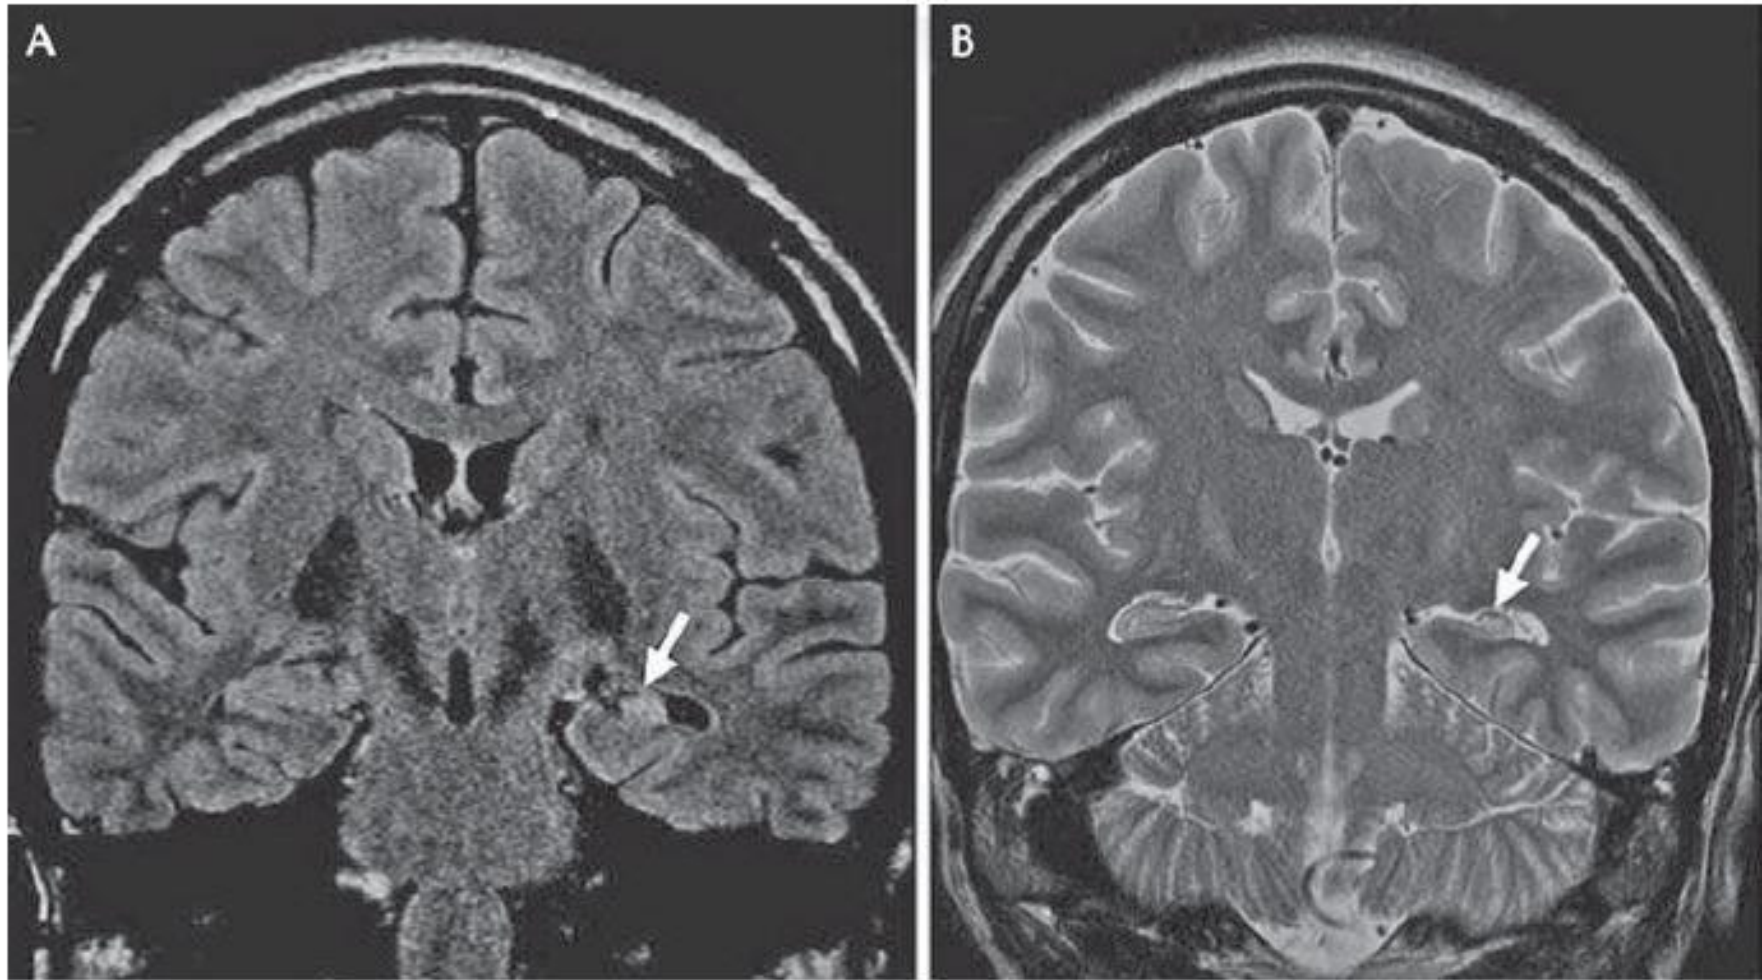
Structural MRI of a patient with left temporal lobe epilepsy secondary to hippocampal sclerosis. A) Coronal FLAIR and (B) T2-weighted images showing increased signal and loss of internal structure of the left hippocampus (arrows). From Deblaere K, Achten E. Structural magnetic resonance imaging in epilepsy. *European Radiology* 2008; 18:119–29.
